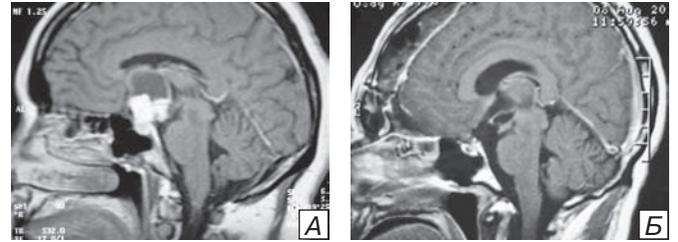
МРТ пациентки К. А (до операции) — определяется значительных размеров образование, локализующееся в полости турецкого седла и в III желудочке, имеющее как солидный, так и кистозный компонент; Б — 2-е сутки после радикального удаления краниофарингиомы субфронтальным трансламинарным доступом.
